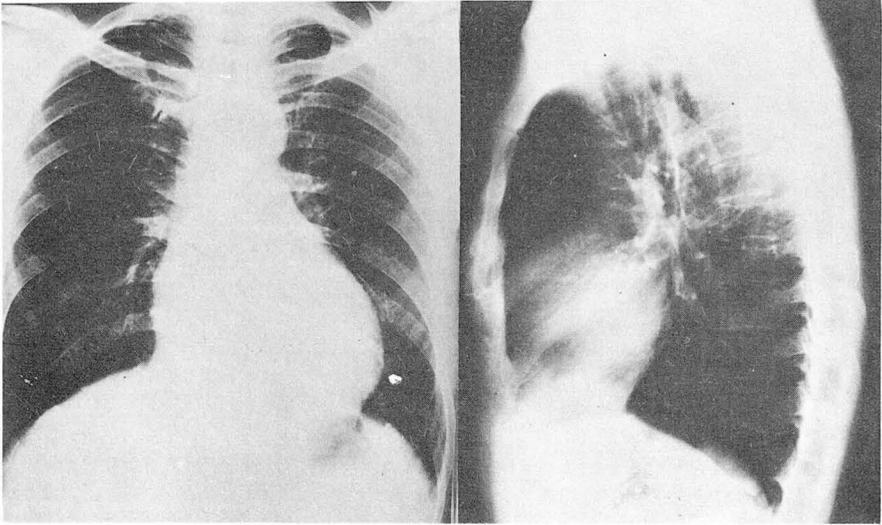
Chest radiographs show rounding and elevation of cardiac apex and mild encroachment of substernal space, indicative of right ventricular enlargement.
